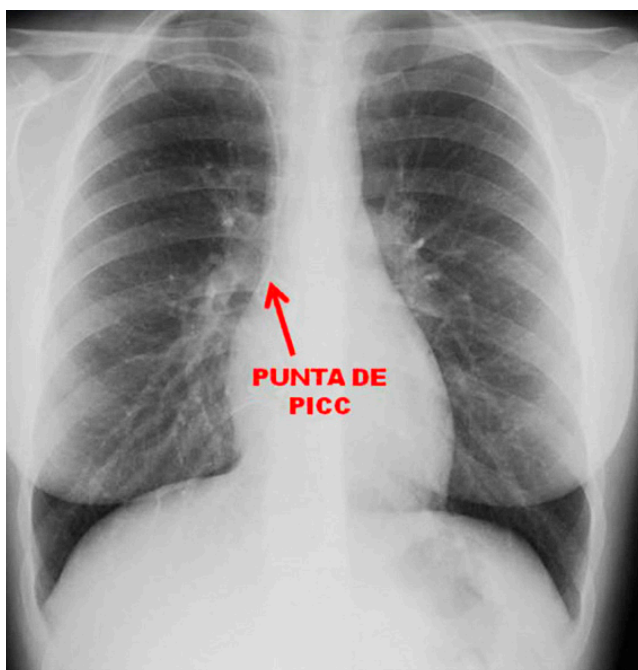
Localización de la punta con radiografía de tórax.
